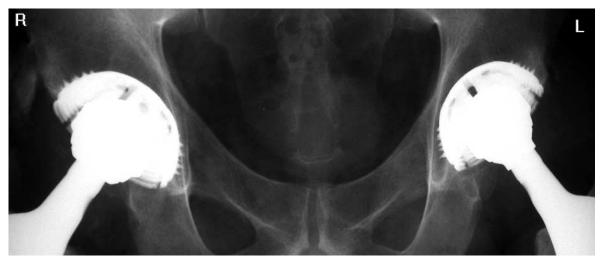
Radiografia del bacino per anche: posizionamento bilaterale di protesi metallica coxo-femorale.
